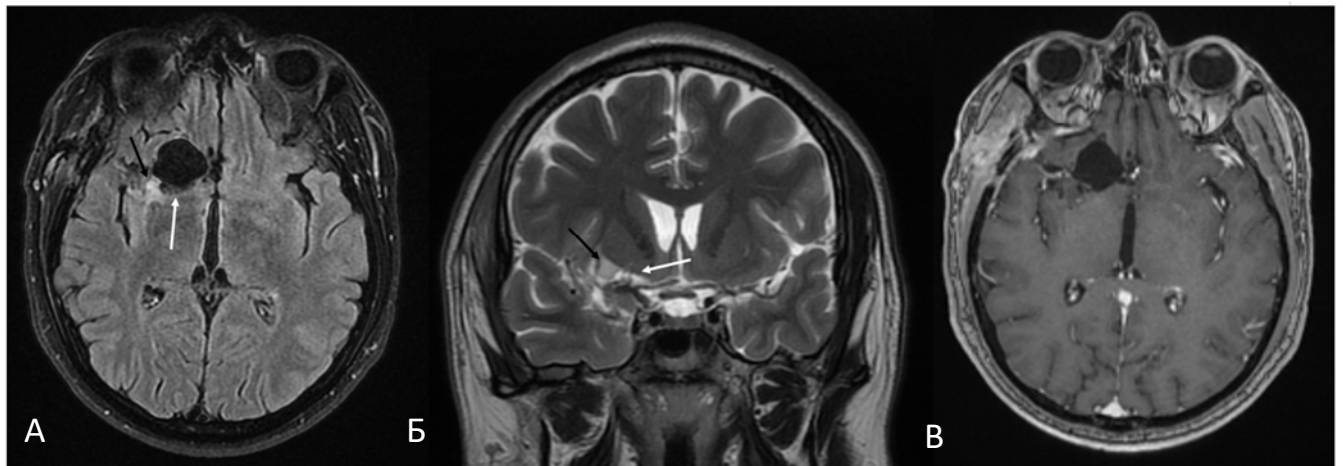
Контрольное МРТ-исследование через 6 месяцев после операции в режиме T2 Flair в аксиальной проекции (а), T2 в коронаркой проекции (б) и в режиме T1 FSPGR с контрастом в аксиальной проекции (в). Белыми стрелками указаны перфорантные артерии. Черной стрелкой отмечен участок измененного сигнала в области порога островка
